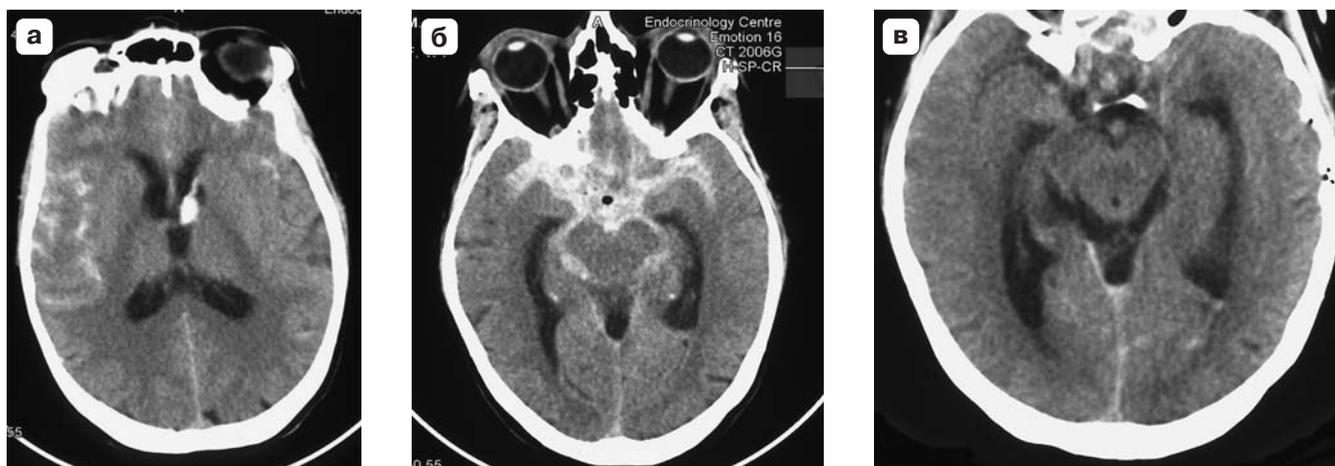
Контрольные компьютерные томограммы в послеоперационном периоде. а, б – 1-е сутки после операции, выявлено субарахноидальное кровоизлияние, кровоизлияние в желудочковую систему. Кроме того, отмечается умеренное расширение желудочковой системы; в – через 7 дней после кровоизлияния – полное рассасывание крови.
